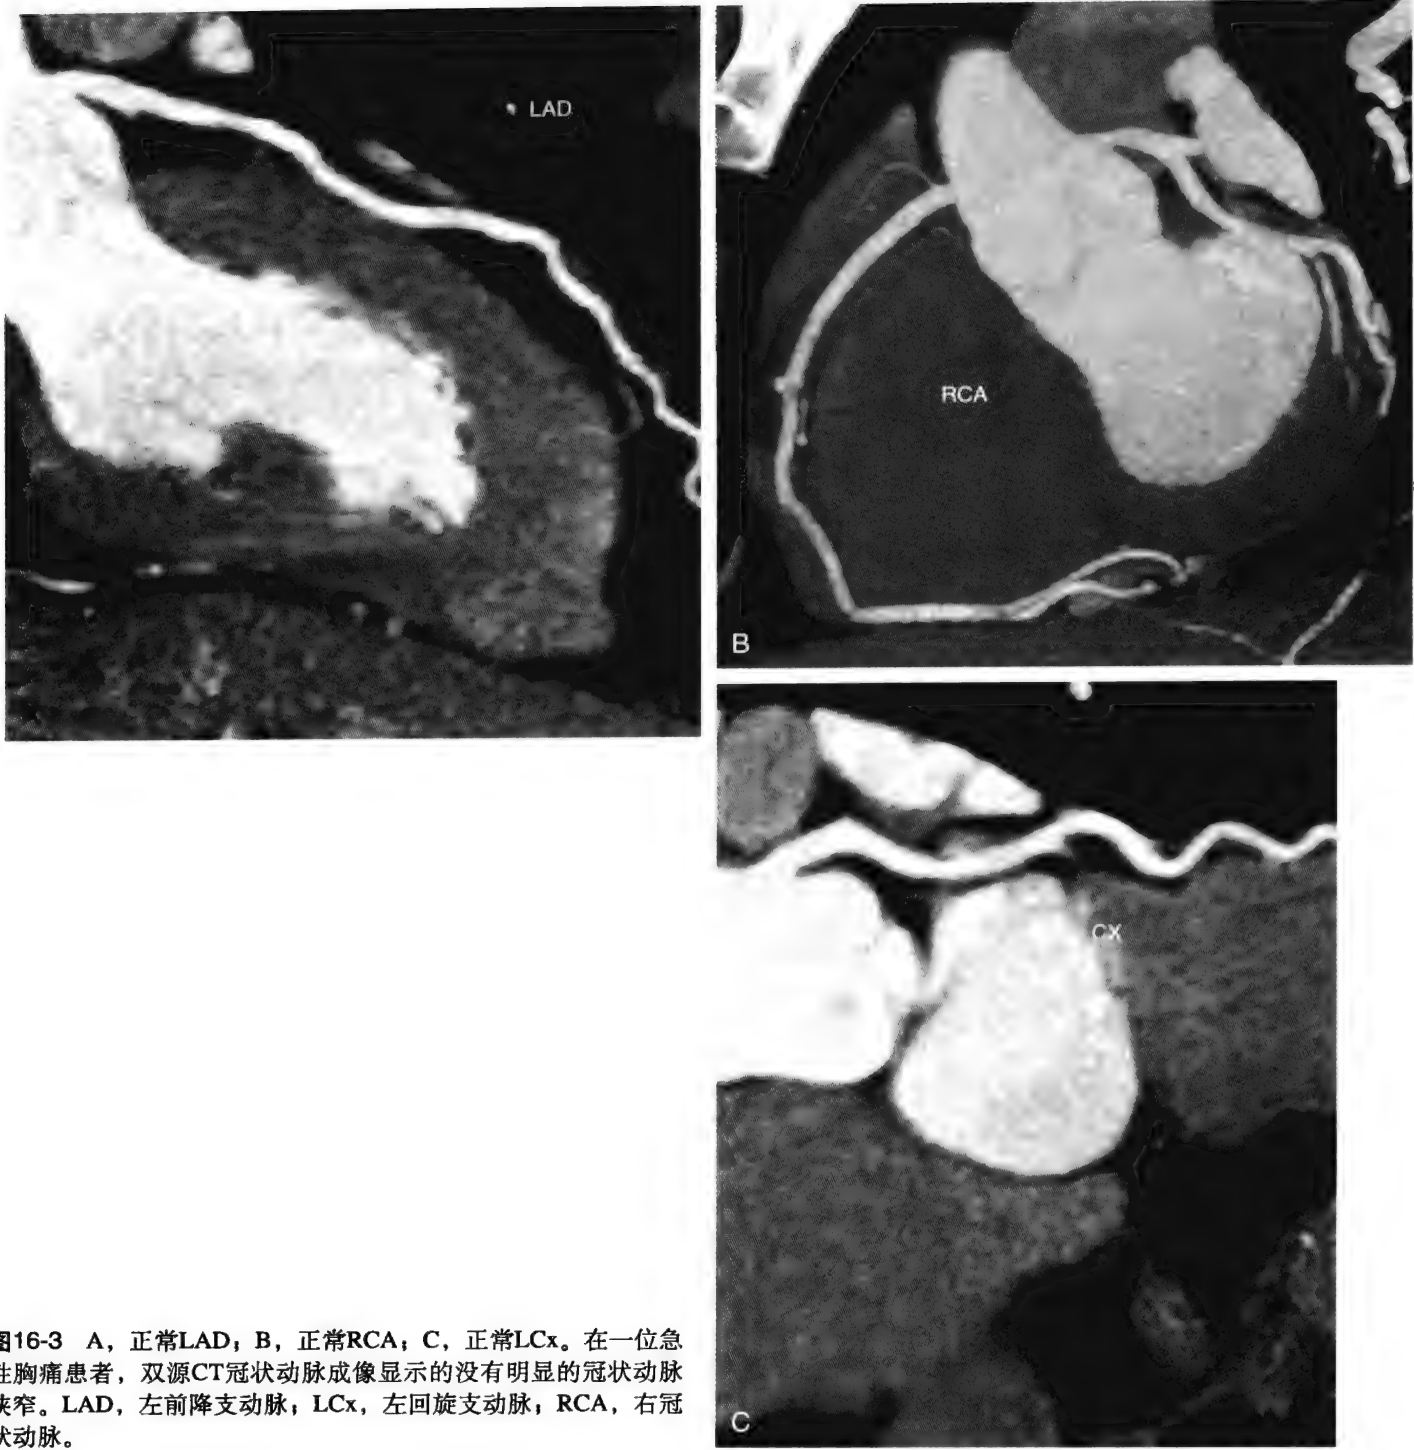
A, 正常LAD; B, 正常RCA; C, 正常LCx。在一位急性胸痛患者, 双源CT冠状动脉成像显示的没有明显的冠状动脉狭窄。LAD, 左前降支动脉; LCx, 左回旋支动脉; RCA, 右冠状动脉。
